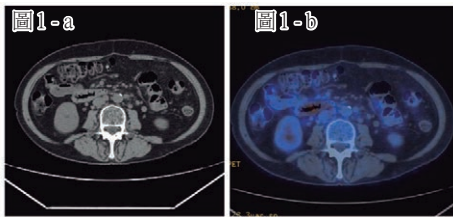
十二指腸淋巴瘤。圖1a. CT示十二指腸腸壁稍厚；
